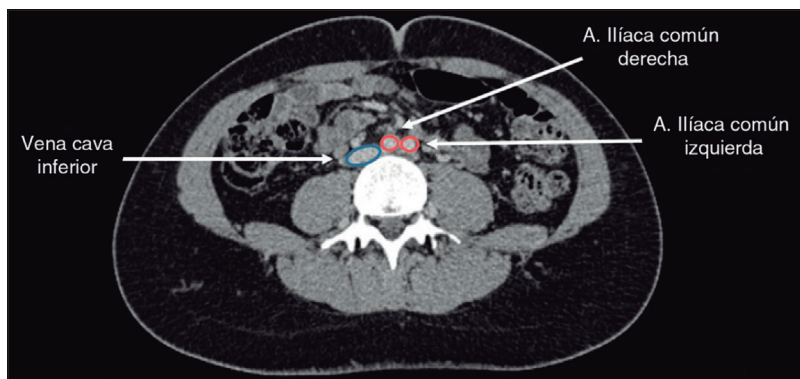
TC de pelvis, donde se evidencia la vena cava inferior y venas ilíacas comunes con diámetros conservados, previamente a la compresión.
